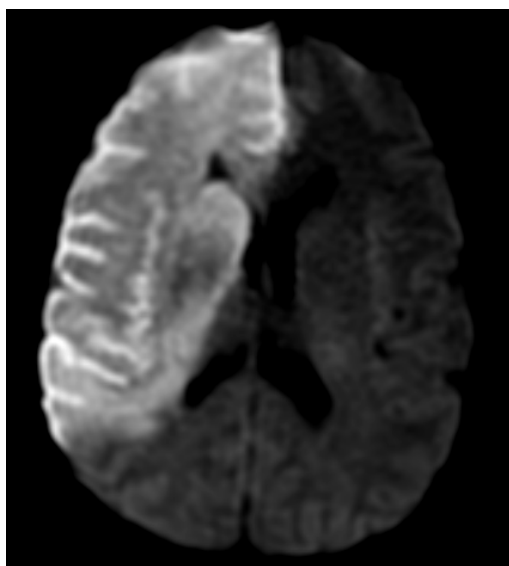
Atteinte de 2 territoires artériels (ACM et ACA droites) sur IRM cérébrale (coupe axiale, séquence de diffusion) préopératoire du patient 16.*
